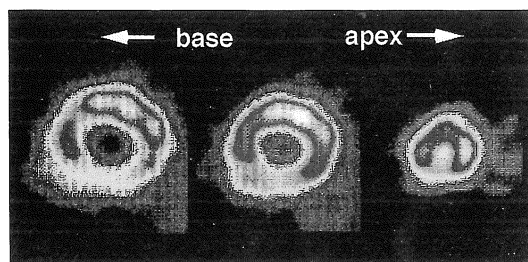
Sort axial thallium-201 myocardial scintigrams.
